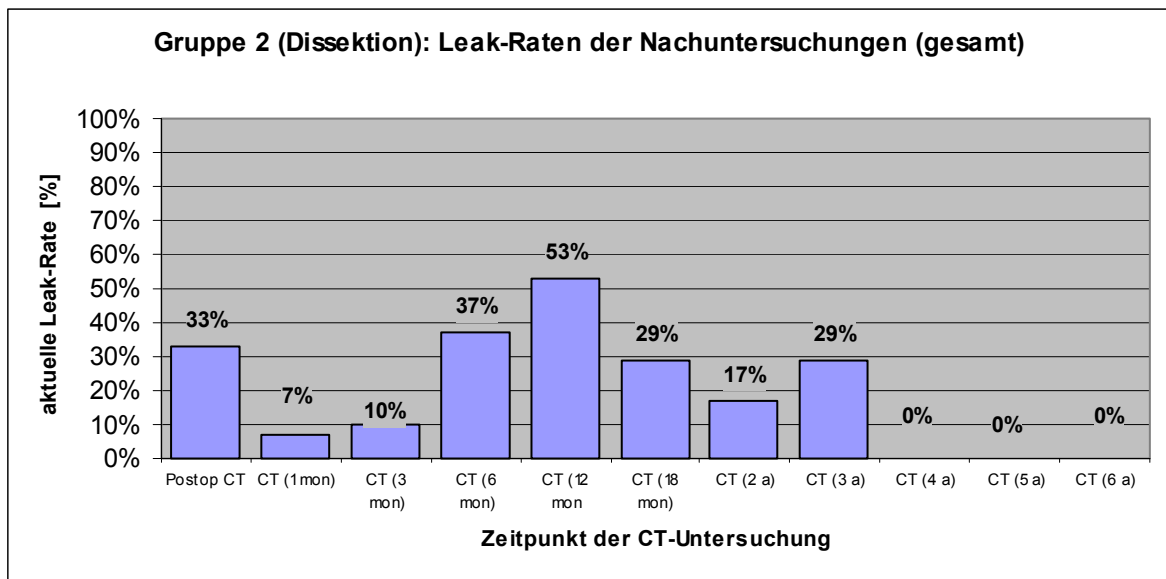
Endoleak-Raten der Nachuntersuchungen, bezogen auf das Gesamtkollektiv der Gruppe 2 (Typ B Dissektionen) [a=Jahr; CT=Computertomographie; mon=Monat; postop=postoperativ]
